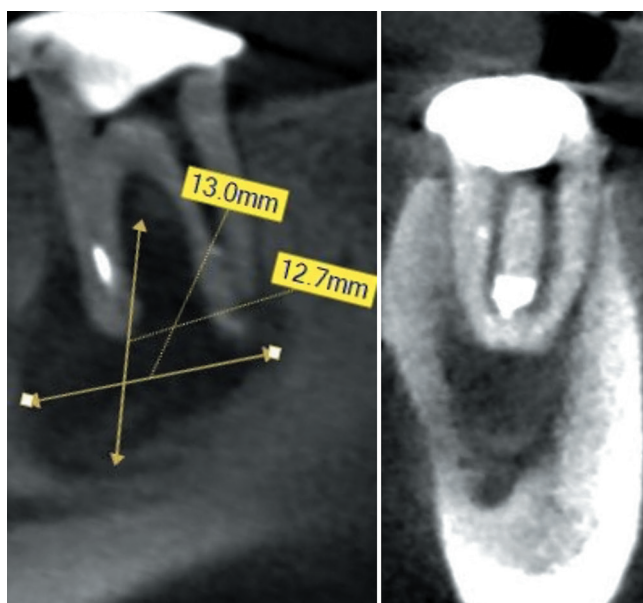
Компьютерная томография очага деструкции.
